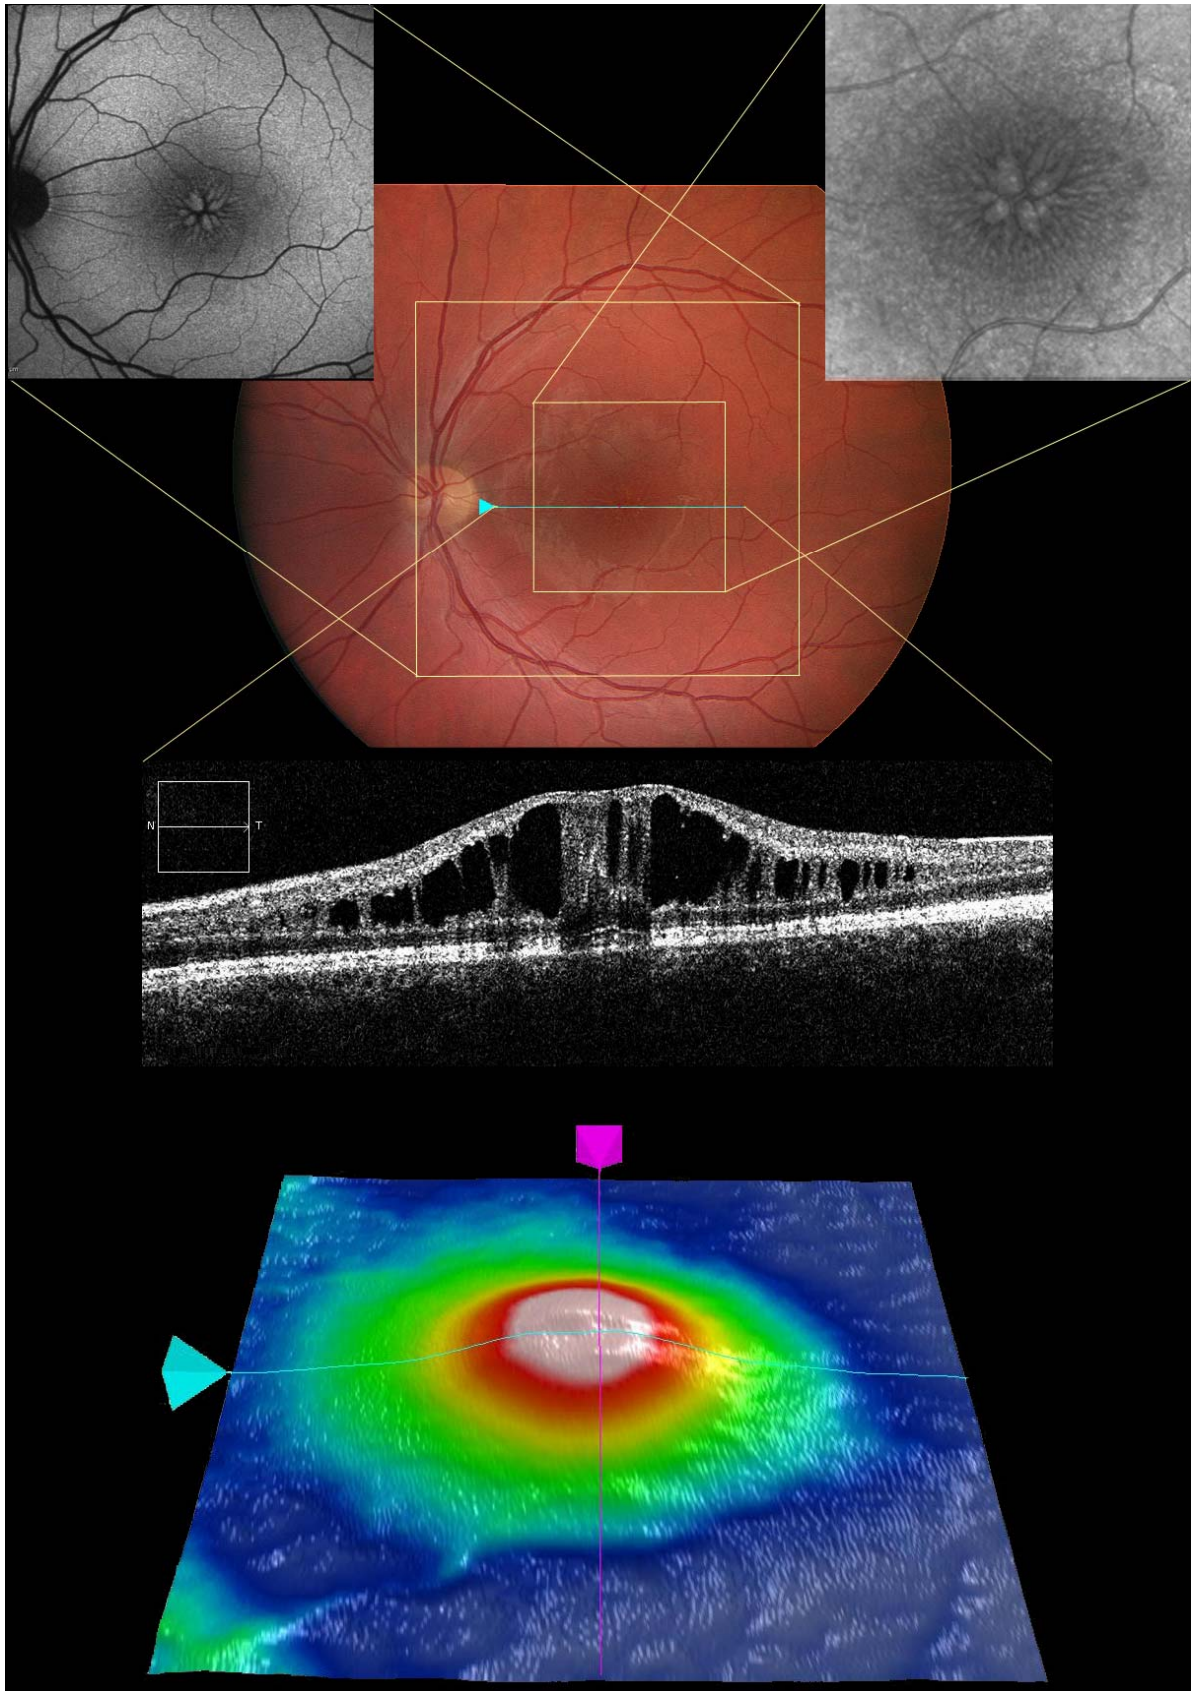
Patient de la fig.3: Optical coherence tomography, autofluorescence and infrared
